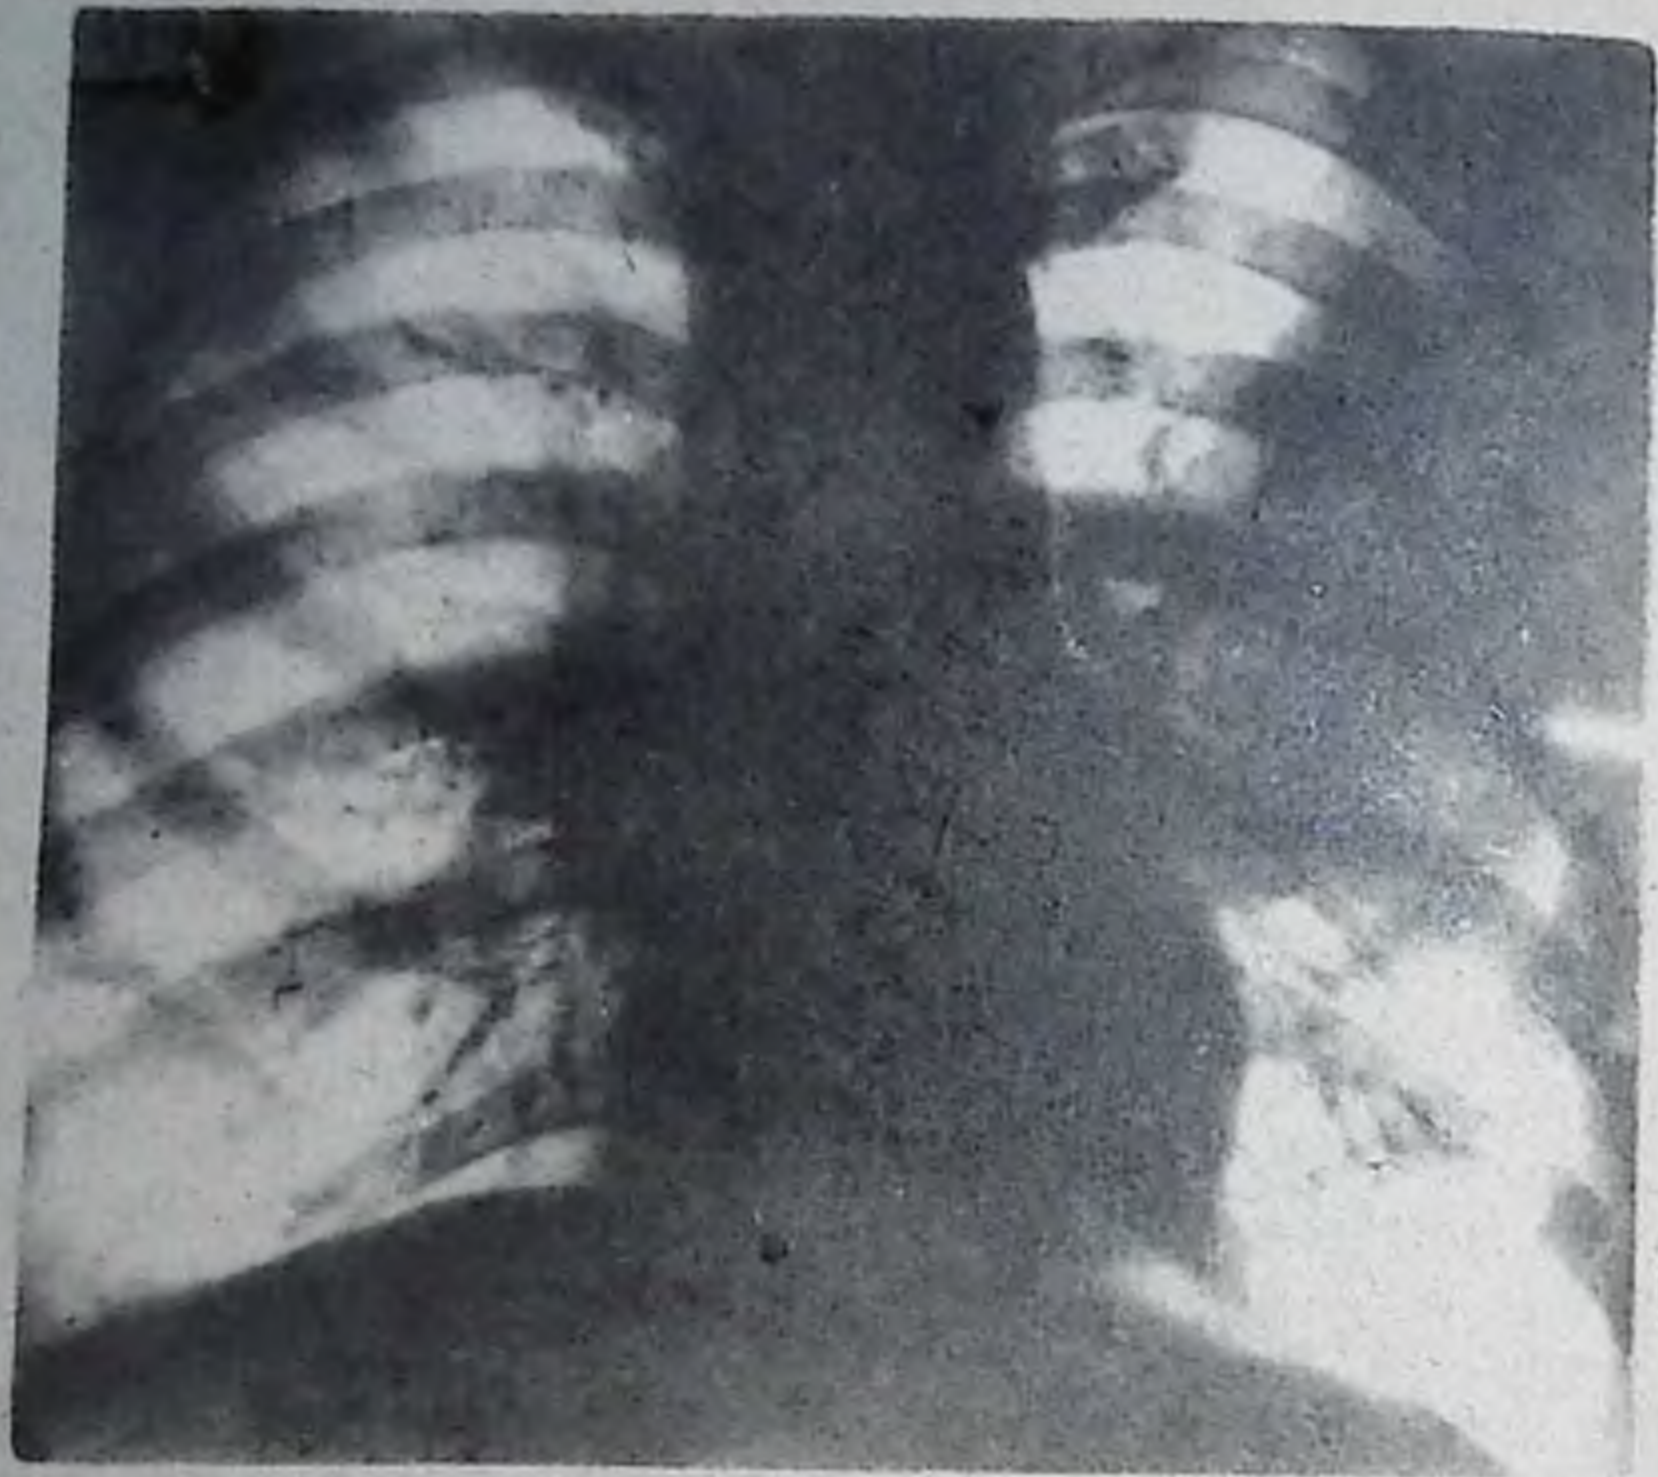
Рентгенограмма грудной клетки в прямой проекции. Слева от II до V ребра — неоднородное затемнение, связанное с корнем. Контуры тени нечеткие. Ведущий синдром — ограниченное затемнение. Левосторонняя крупозная пневмония.
